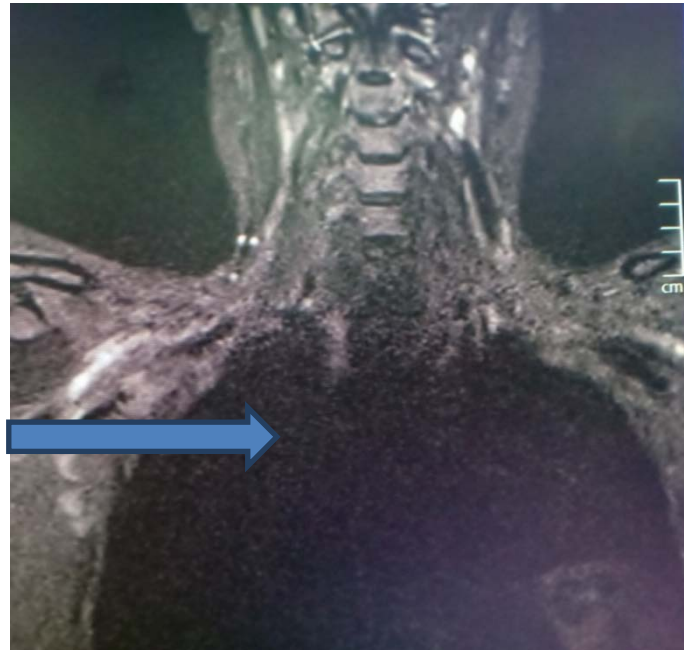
IRM des racines cervicales et plexus brachial montrant un aspect tuméfié en hypersignal T2 STIR étendu des racines et des faisceaux de plexus brachial plus marqué à droite.
